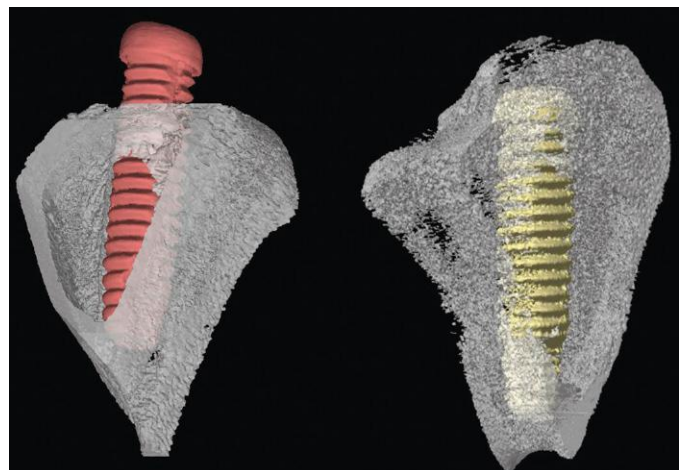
Imágenes de RM de implantes colocados en tibia de conejo. Puede contemplarse el crecimiento vertical conseguido cuando se recubre el implante con quitosán y rhBMP2.
